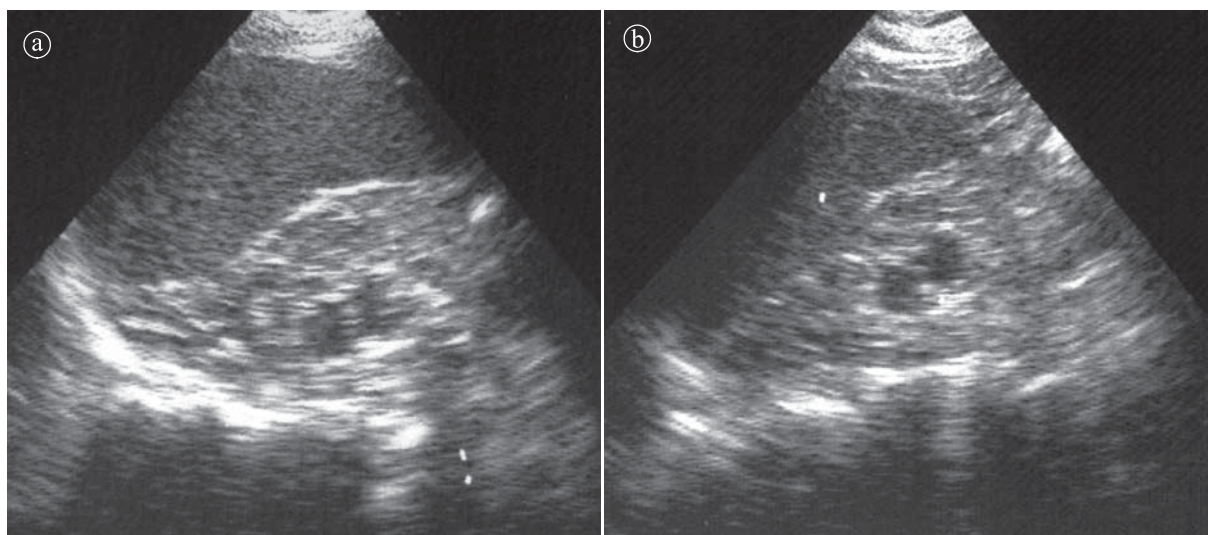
Rinichi displazic. a) b) Ecografie, secțiune longitudinală.
